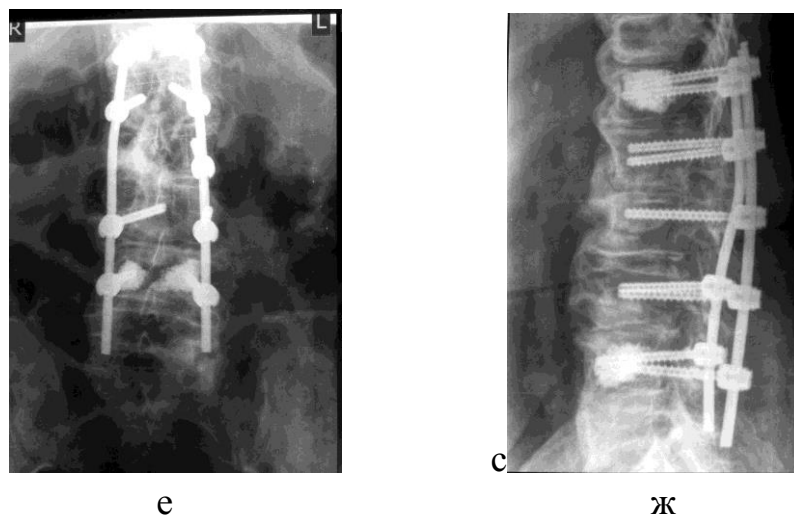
(продолжение). Пациент Н., 63 лет. Ds: Левосторонний поясничный сколиоз (возрастной идиопатический). Многоуровневый стеноз позвоночного канала, нижний парапарез. Системный остеопороз. Рентгенограммы через 2,5 года после операции: прямая (е) и боковая (ж) проекции.
